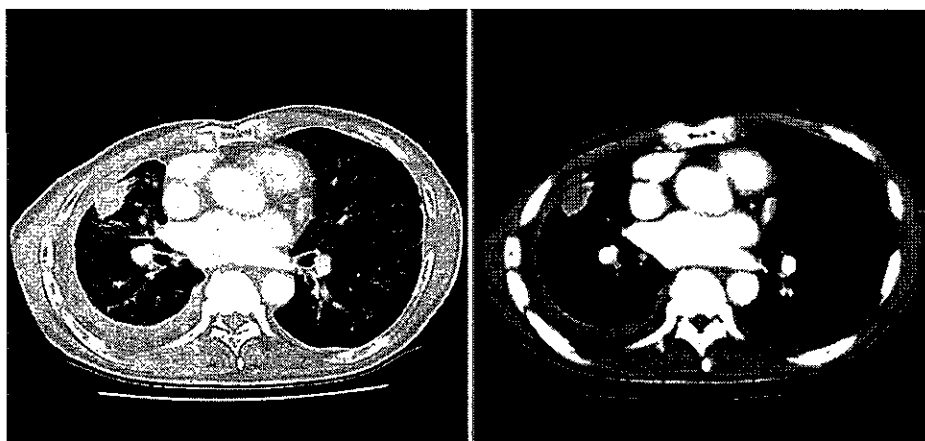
労災認定時の胸部CT：右胸膜肥厚の程度および垂直方向・水平方向の範囲は初診時から変化しておらず、crow's feet sign等の肺内の所見についても初診時と同様であった。
